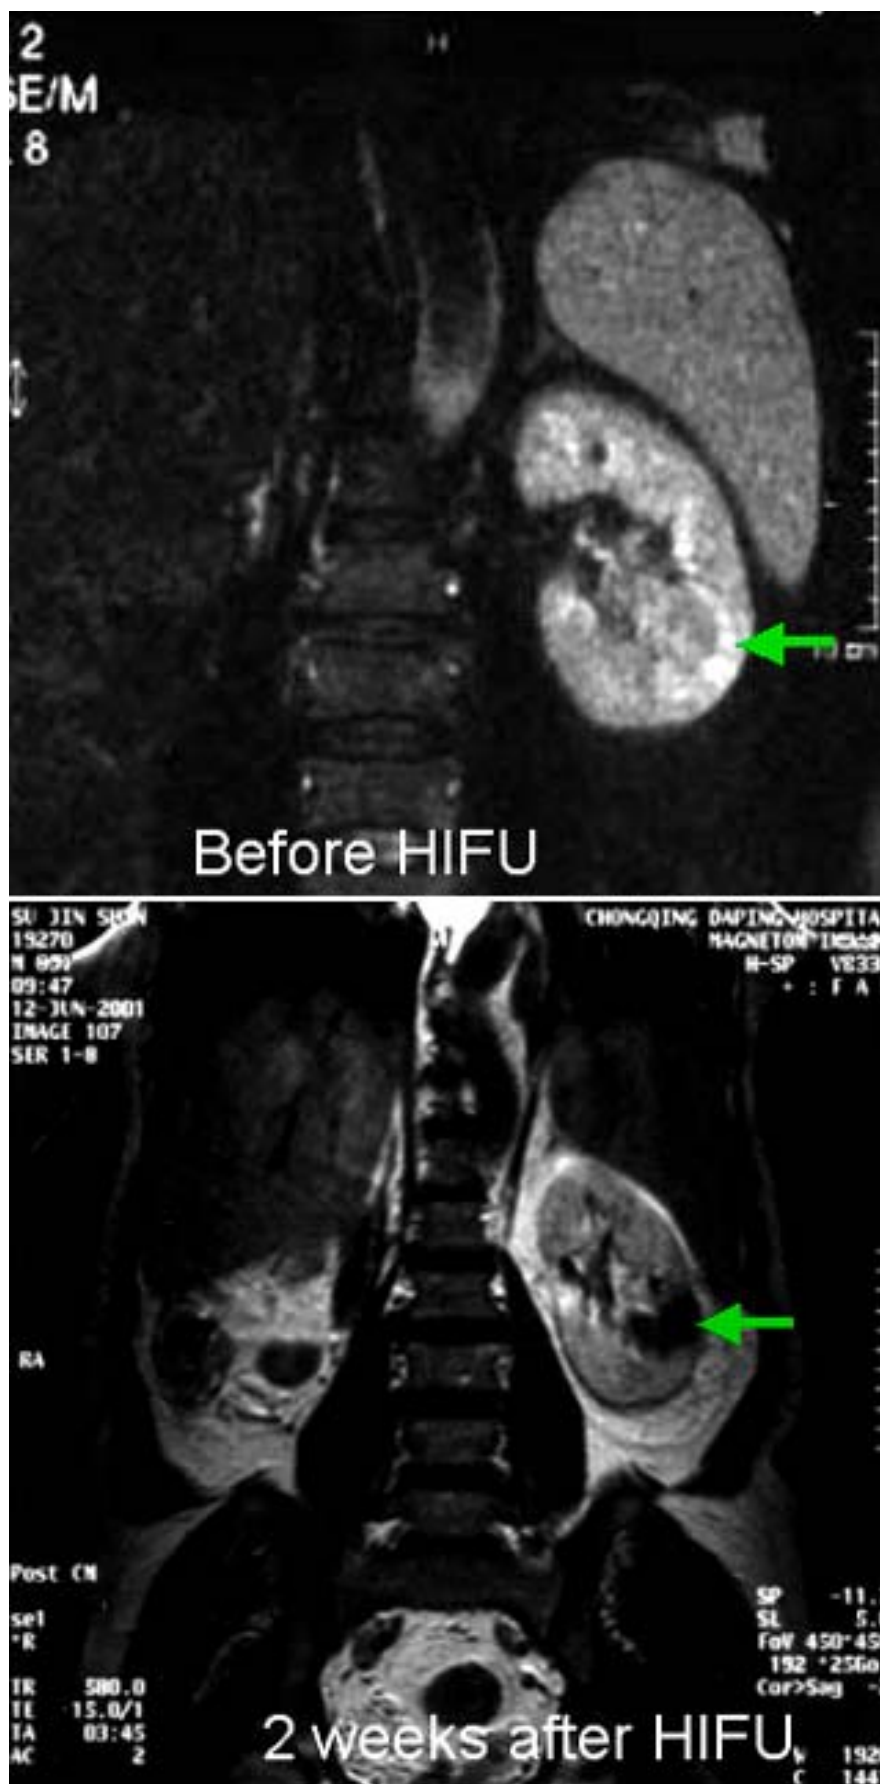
КТ опухоли почки до ультразвуковой абляции (верхняя часть рисунка) и после ультразвуковой абляции (нижняя часть рисунка). После абляции накопление контрастного препарата в ткани опухоли отсутствует, что говорит о гибели опухолевых клеток.
